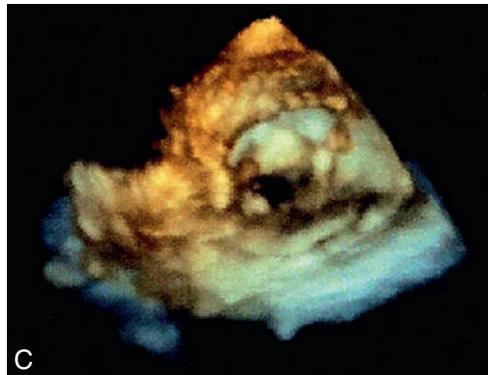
Modalités de l'imagerie échocardiographique et du Doppler cardiaque.
